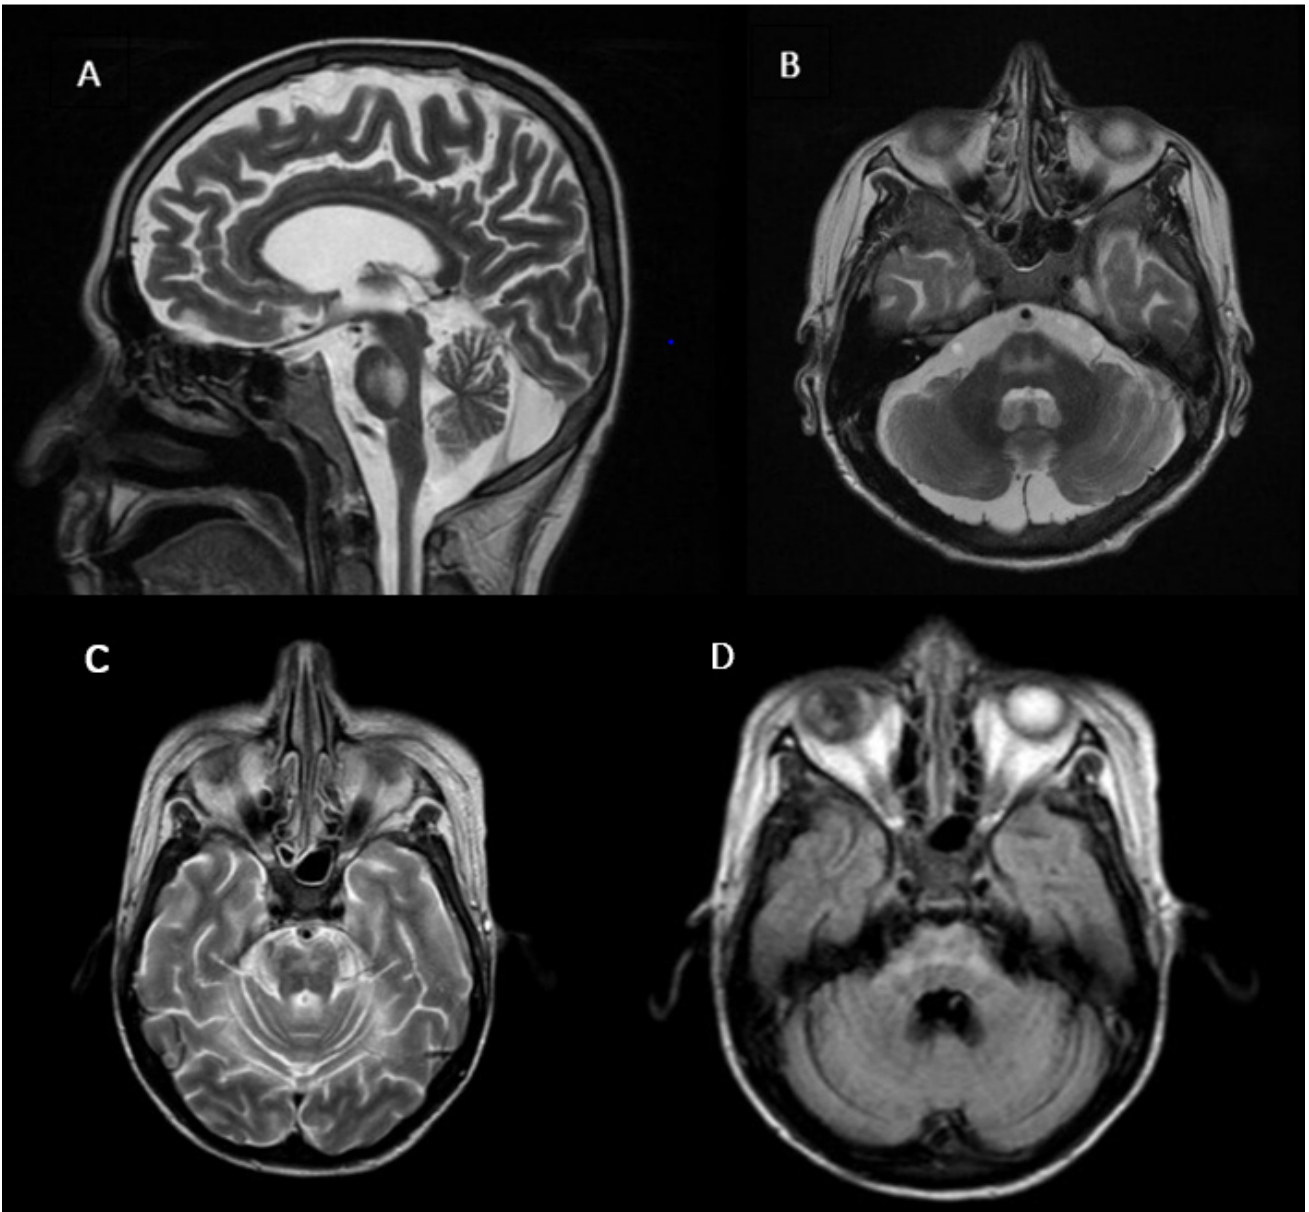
(A). IRM con secuencia con información en T2 sagital donde se aprecia hiperintensidad central pontina sin efecto expansivo. (B) IRM con secuencia axial de T2 con hiperintensidad con patrón típico de "tridente", compromiso central y respecto de las fibras hacia la periférica del puente. (C). IRM con secuencia con información T2 axial donde existen cambios de hiperintensidad de predominio central triangular. (D) IRM con secuencia con información FLAIR con hiperintensidad central y configuración triangular que se correlaciona con lo demostrado en el T2.
